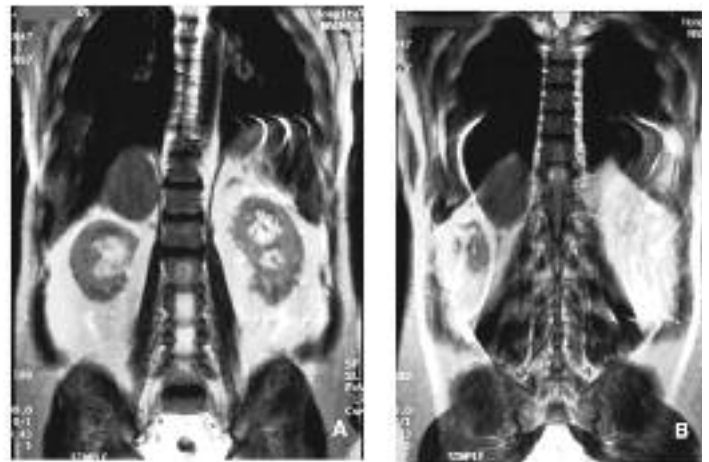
A) Resonancia magnética. Corte coronal. Tumor suprarenal derecho. Comparar con suprarenal izquierda. B) Id. Corte coronal más posterior.
